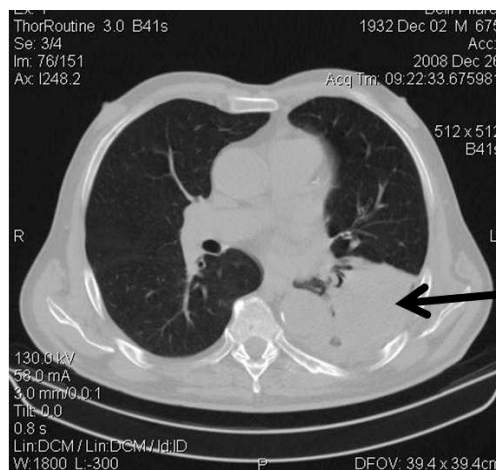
Imagine tomografică: extinderea pseudomixomului peritoneal în cavitatea pleurală pe stânga (săgeată)
